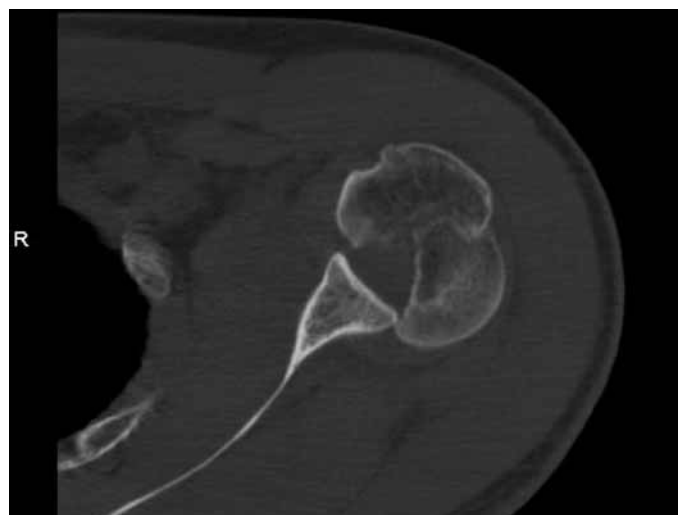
Talls horitzontals de la TC. Destaquem el traç fracturari frontal i el gran tamany i desplaçament del fragment posterior.
